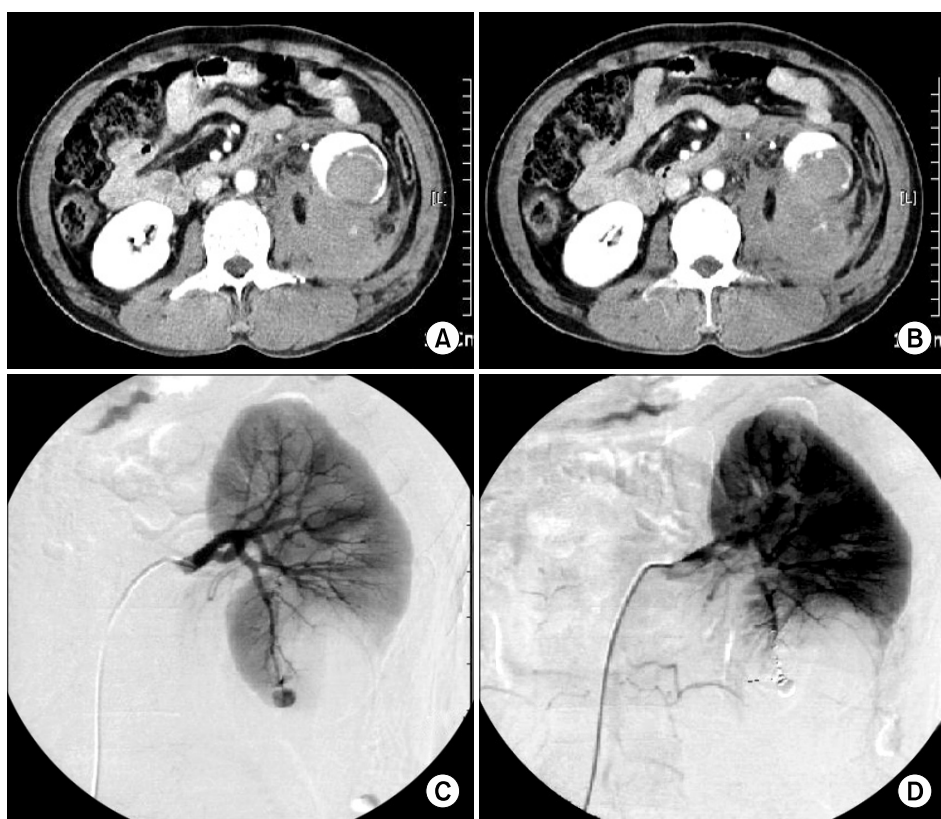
A 41-year-old man. (A) and (B) show active bleeding at the injured kidney, suggesting grade IV renal injury on CT scan. (C) shows pseudoaneurysm and blood extravasation suggesting, active bleeding of the kidney on angiography. (D) shows the picture that there was no extravasation after selective embolization.
